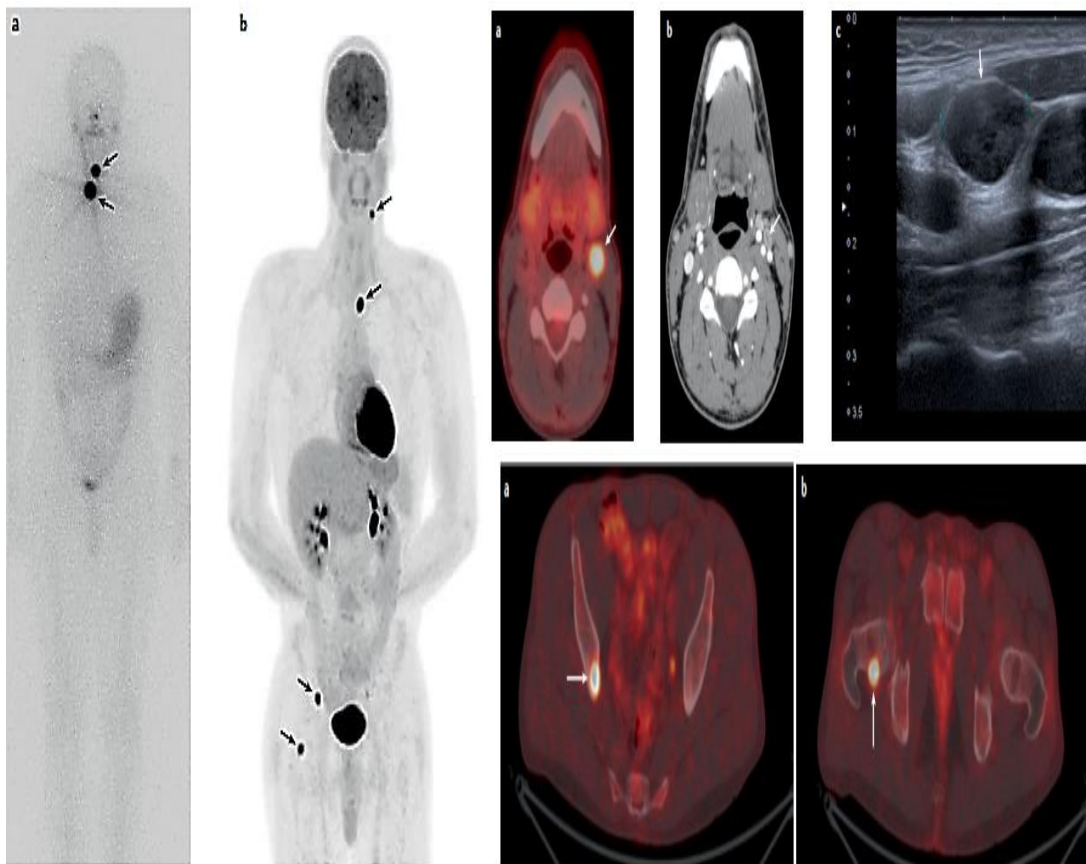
^{18}F FDG-TEP-TDM pour un carcinome peu différencié [68]
